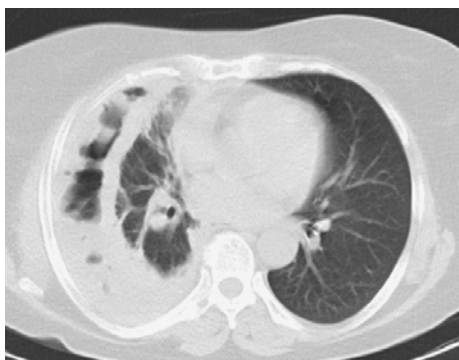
Компьютерная томограмма (аксиальный срез) пациента с хронической эмпиемой плевры справа.
